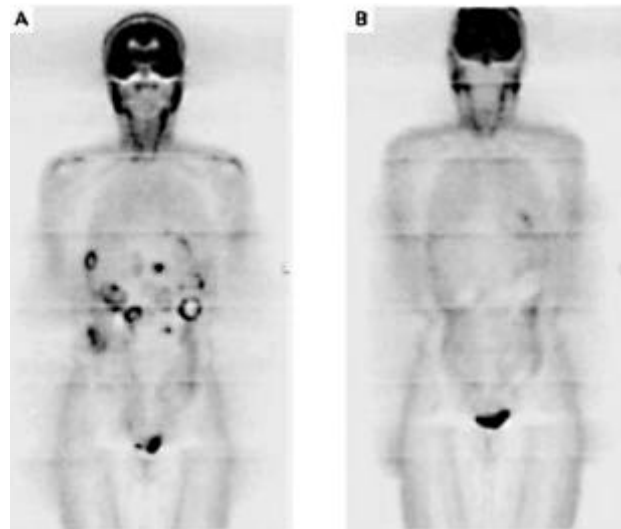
PET-scan de la 1^{ère} patiente traitée(124).
